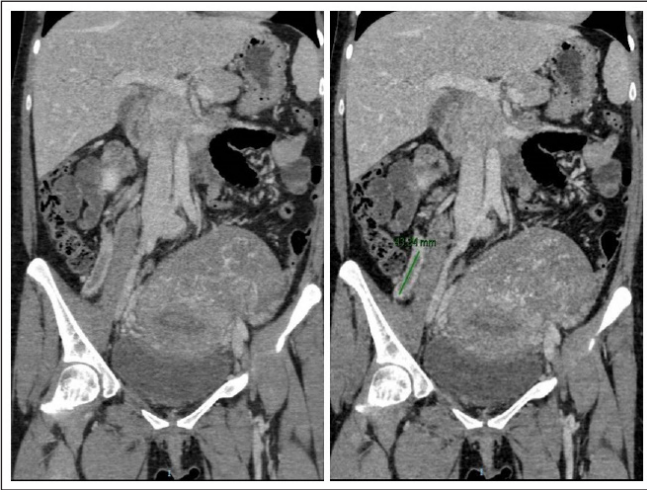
Corte coronal de TAC abdominopélvico con contraste en el que se observa defecto de repleción en un segmento de 43 mm de la vena ovárica derecha, compatible con trombo a dicho nivel.
